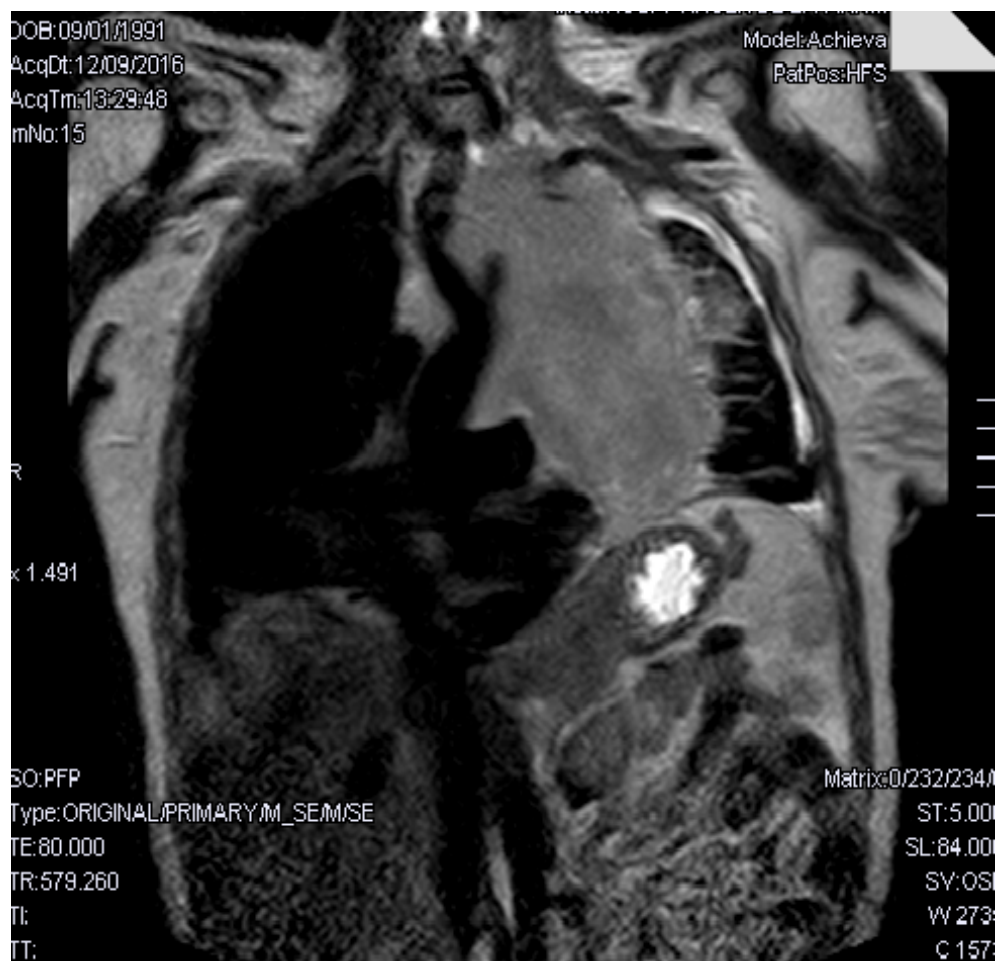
RMN de tórax: Masa sólida de unos 15 cm en mediastino anterior izquierdo, que engloba cayado aórtico y comprime arteria pulmonar izquierda y bronquio principal.
